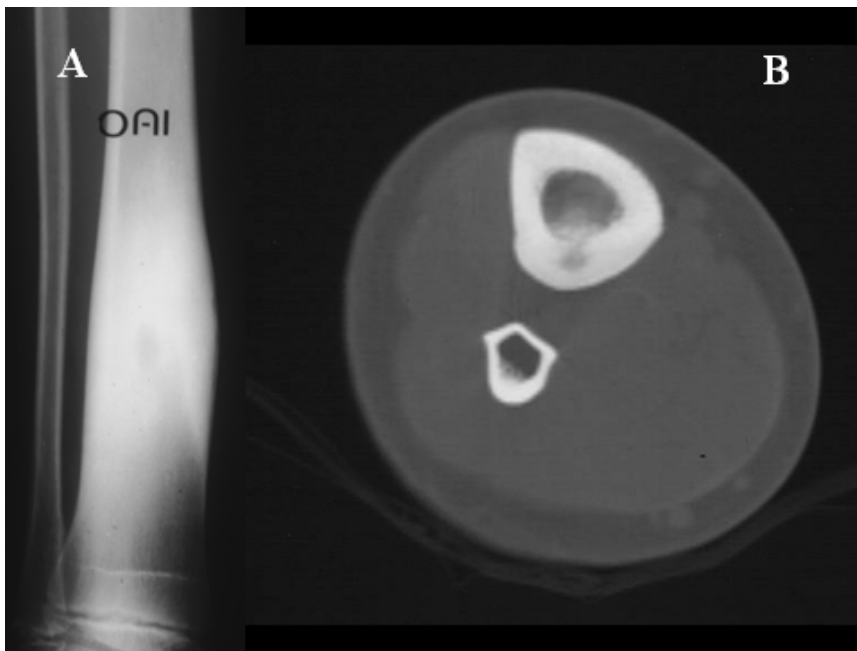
Osteoma osteoide tibial. A) Radiografía simple y B) TAC de la pierna. Pequeña imagen lítica intracortical, redondeada, (nidus) rodeada de marcado engrosamiento de la cortical femoral.
